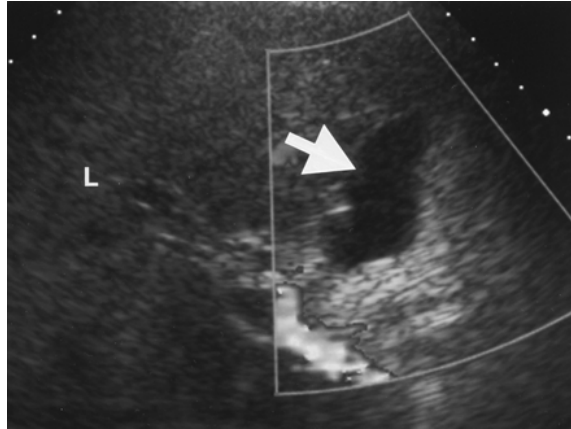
La flecha muestra la presencia de líquido libre sub hepático, compatible con bilis. Tomado del *Am. J. Roentgenol.* Kapoor et al. 182 (2): 451.
